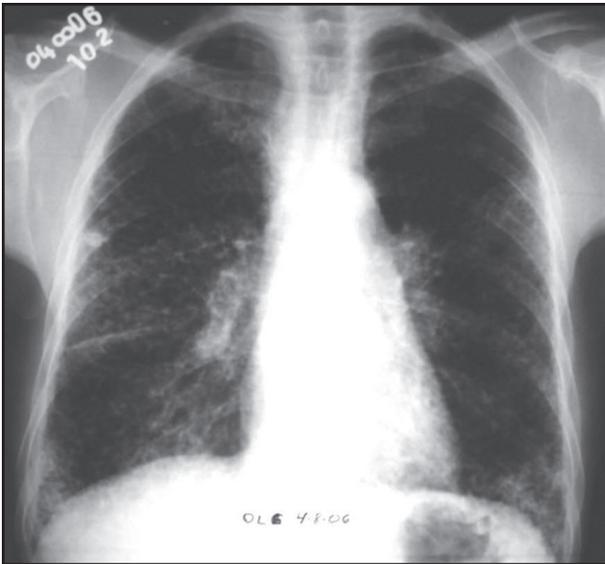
Radiografia de tórax em PA demonstrando pequeno nódulo com densidade aumentada em terço médio do pulmão direito, além de infiltrado retículo-nodular predominantemente em bases pulmonares.
